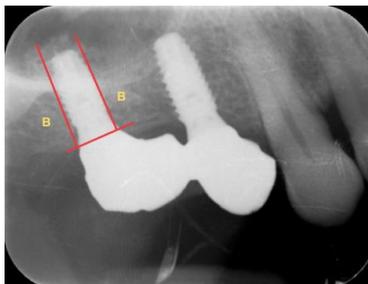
Radiografía periapical a los 12 meses en elevación sinusal indirecta con material de injerto. B = Altura de la cresta a los 12 meses.
